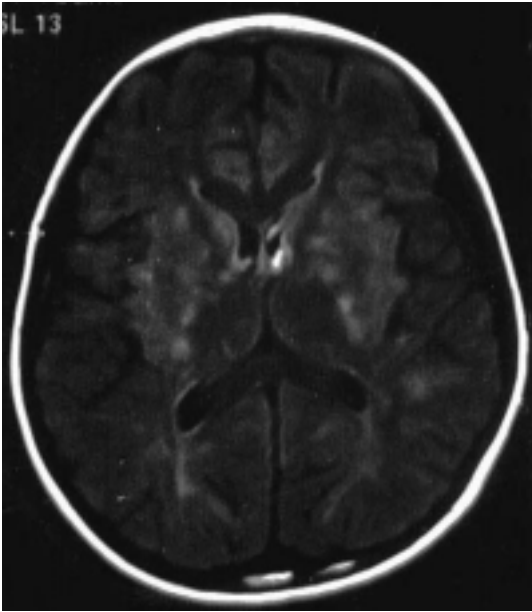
Magnetic resonance image showing multifocal ill defined high signals on the bilateral basal ganglia, internal capsule, globus pallidus, and periventricular white matter.
